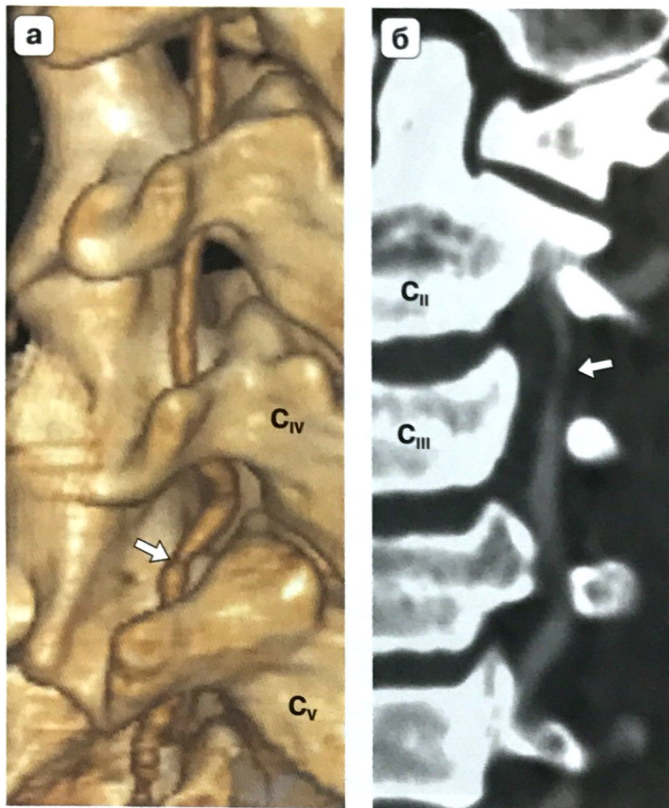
КТ-ангиограммы. Стеноз левой ПА. а – 3D-реконструкция. Неравномерный стеноз (стрелка) левой ПА на участке V₂ на уровне позвонков C_{IV}–C_V; б – MIP-реконструкция. Неравномерный стеноз (стрелка) левой ПА на участке V₂ на уровне позвонков C_{II}–C_{III}.
